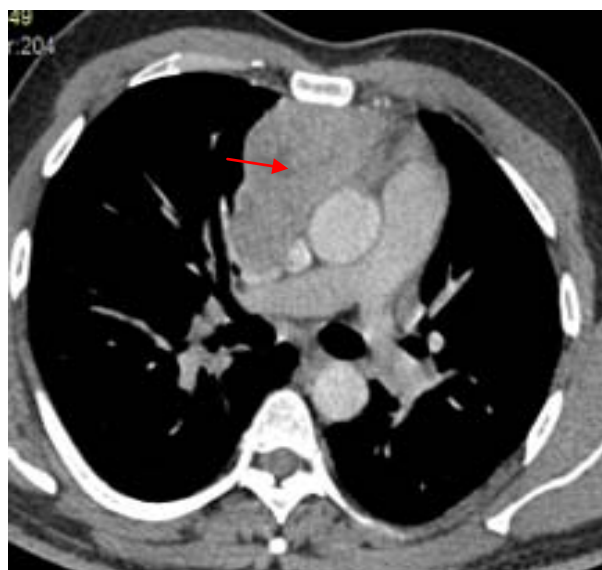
TDM thoracique : Masse médiastinale antérieure (flèche rouge) centrée sur la loge thymique rehaussée de façon hétérogène → thymome
